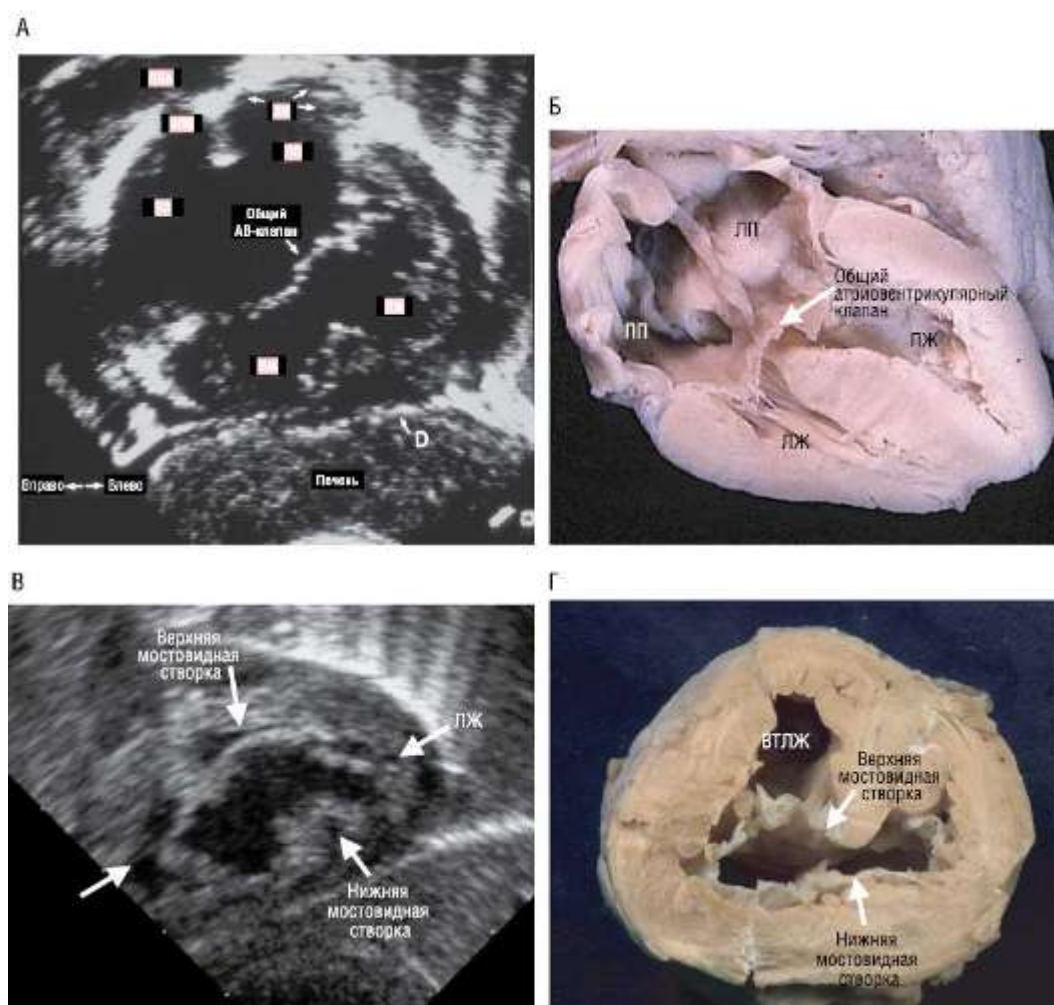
Эхокардиографические и морфологические взаимосвязи дефекта АВ-перегородки. А - 4-камерный вид дефекта АВ-перегородки при субкостальном доступе, виден большой предсердный и желудочковый дефект вместе с общим АВ-клапаном. Б - такой же вид на морфологическом препарате. В - короткоосный вид дефекта АВ-перегородки при субкостальном доступе, видно общее АВ-отверстие. Г - такой же вид на морфологическом препарате. ВПВ - верхняя полая вена; ВТЛЖ - выносящий тракт левого
